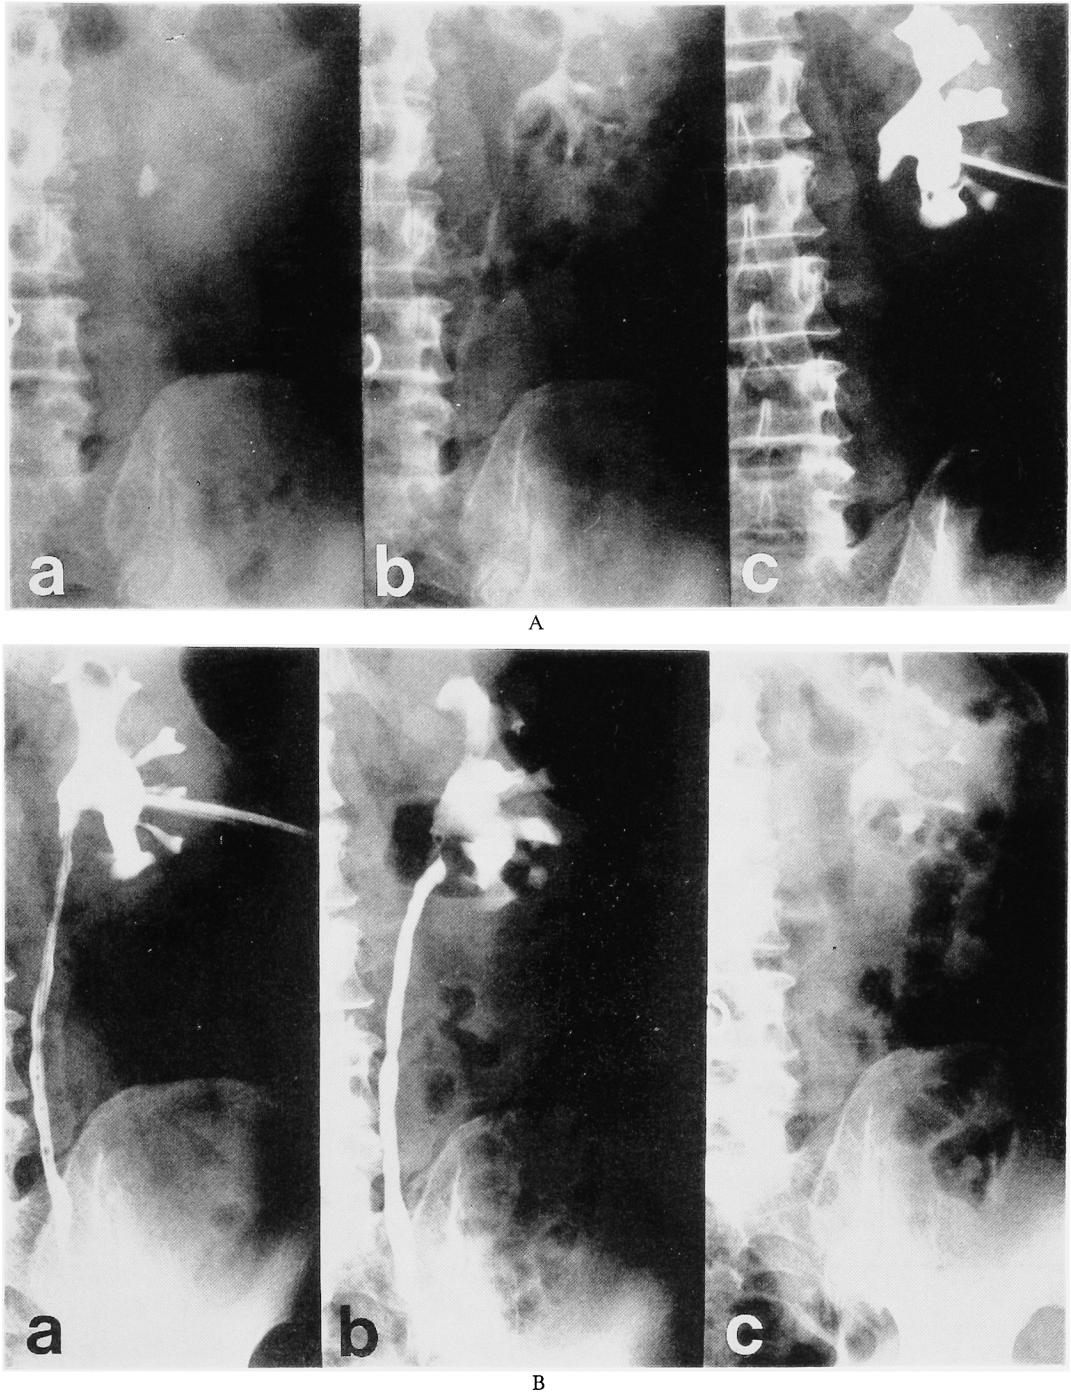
a; Plain film shows a left proximal ureteral stone. b; Excretory urography 1 week after removal of a nephrostomy tube shows normal pyeloureterogram. c; Left nephrostogram 7 months after 2 sessions of percutaneous ureterolithotomy displays complete proximal ureteral obstruction.
